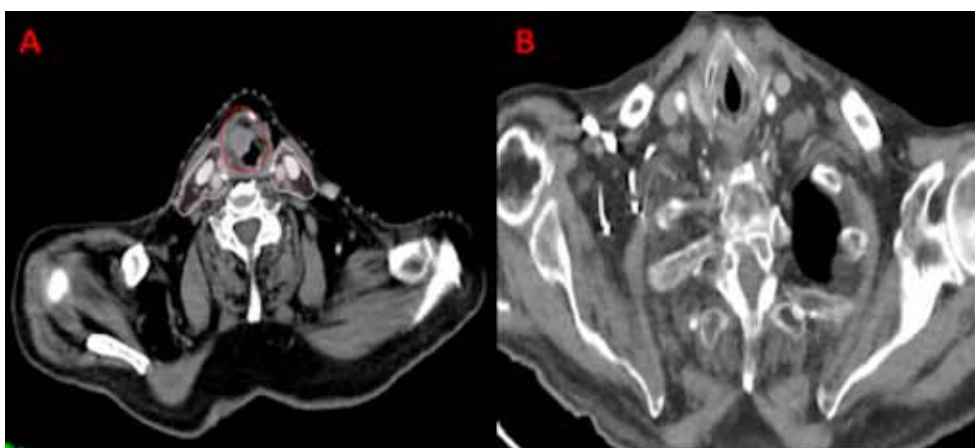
A planificación del tratamiento radioterápico basado en tomografía computarizada. B Tomografía de cuello donde se aprecia cambios postratamiento, no detectándose imagen nodular.
